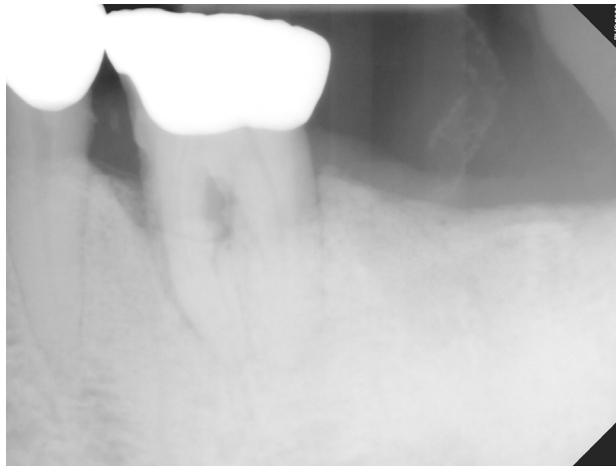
Periapical radiograph showing calcification of the facial artery in the buccal cheek, posterior to the left mandibular first molar.
